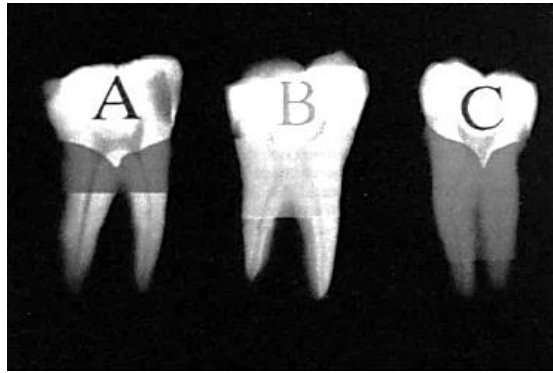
Radiografía de tipos de longitud del tronco radicular. A) tercio cervical, B) medio tercio de raíz, C) dos tercios de la raíz.¹³
